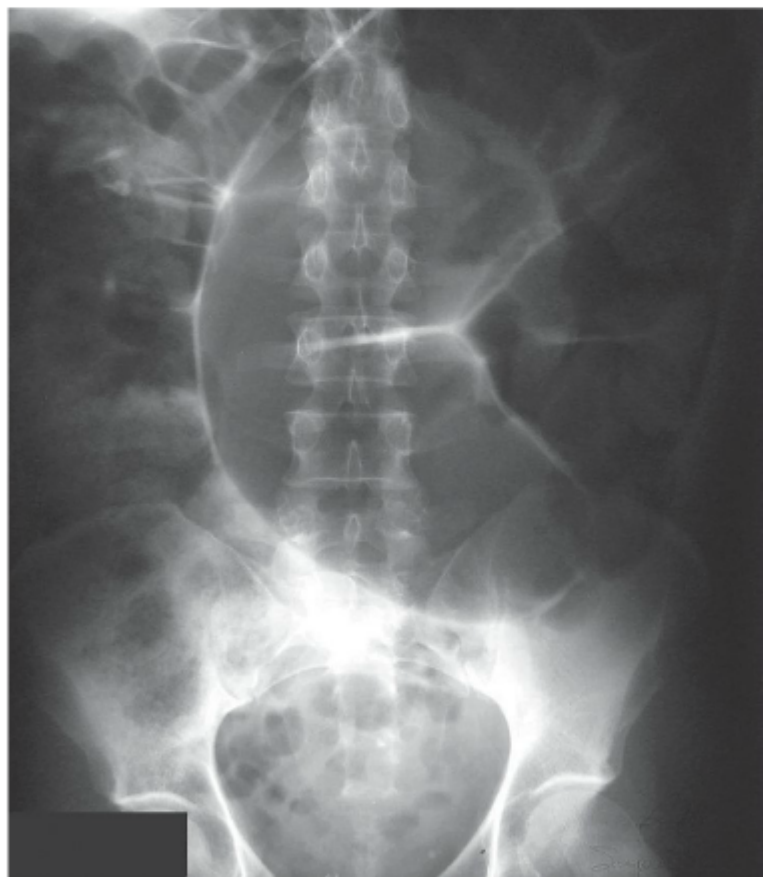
Radiografia abdominal em pé de paciente com vólvulo do cólon sigmoide. Observe a aparência característica de "um tubo interno encurvado" com o ápice no quadrante superior direito.
